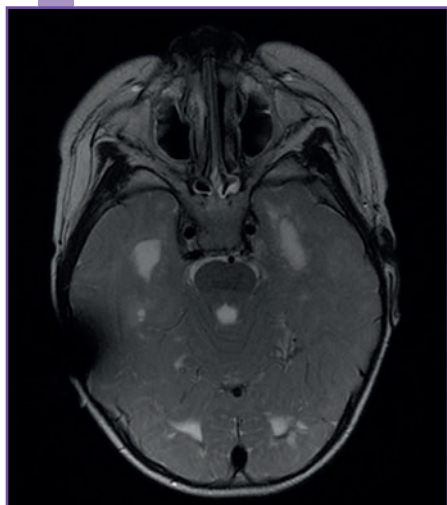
RM. Resolución de las lesiones bilaterales-simétricas en los tálamos, globos pálidos y tronco cerebral.
